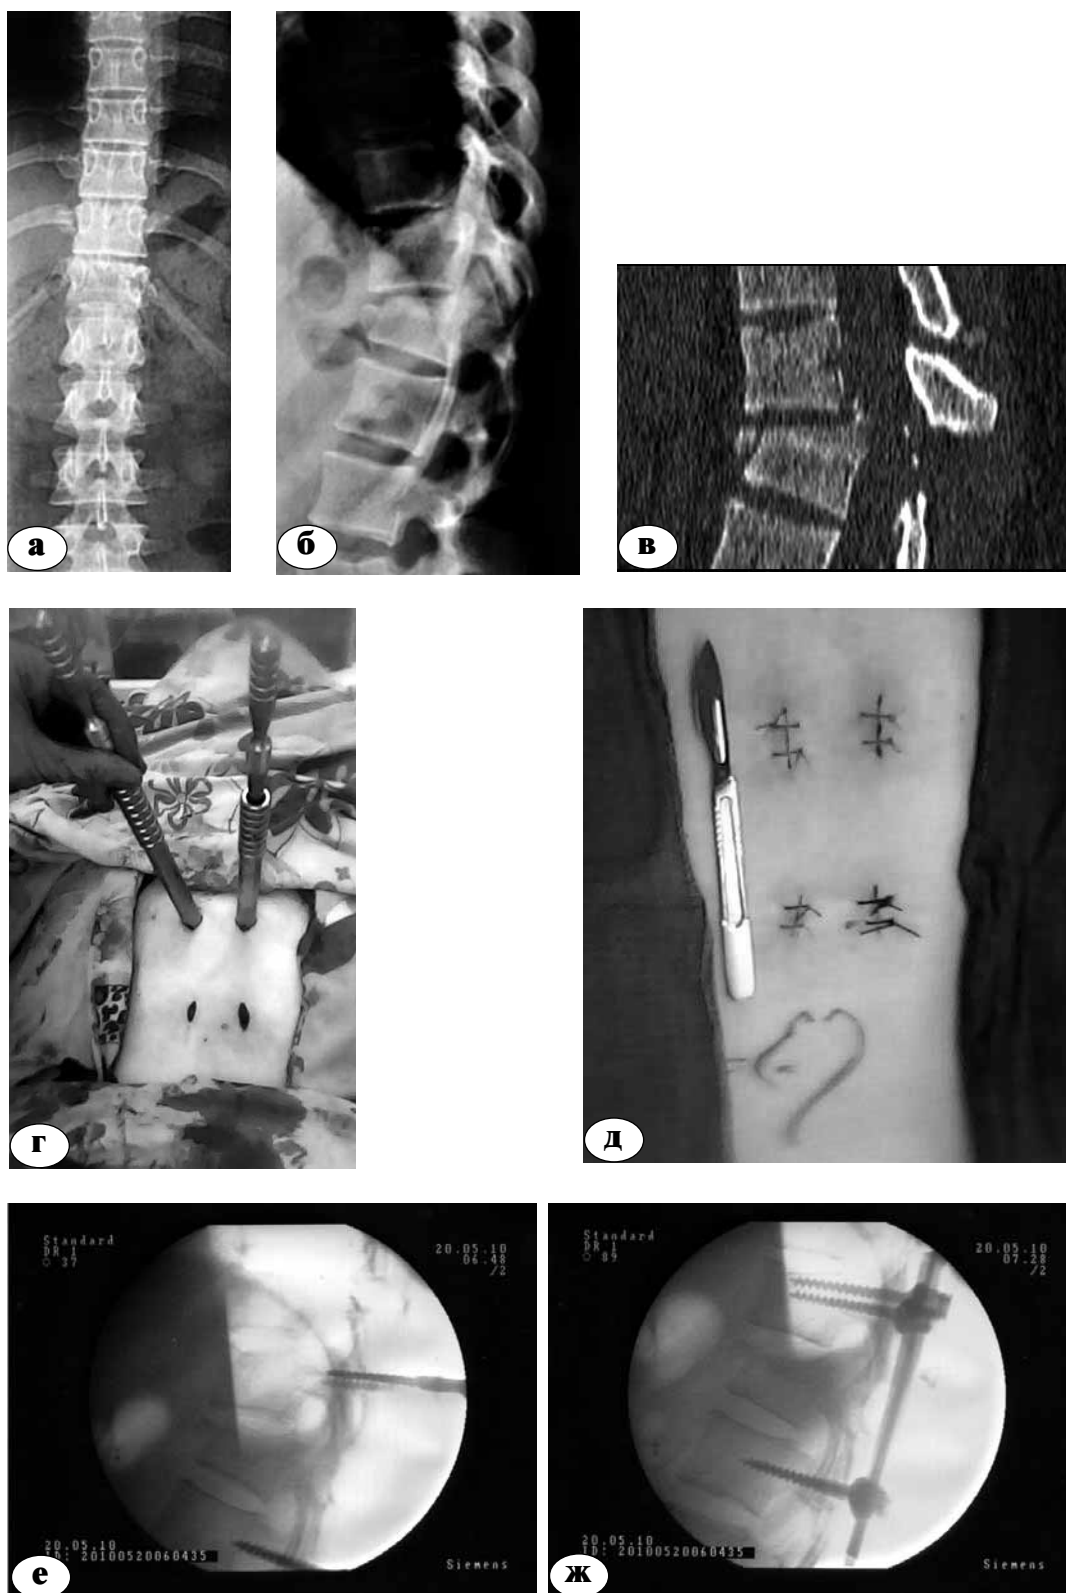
Пациентка С., 1991 года рождения, нестабильный компрессионно-оскольчатый перелом тела и дуг Th_{12} позвонка (тип VII по классификации AO/ASIF): а, б, в – рентгенограммы и КТ после травмы; г, д – интраоперационные фотографии; е, ж – ЭОП-контроль пункционной транспедикулярной фиксации и устранения деформации
